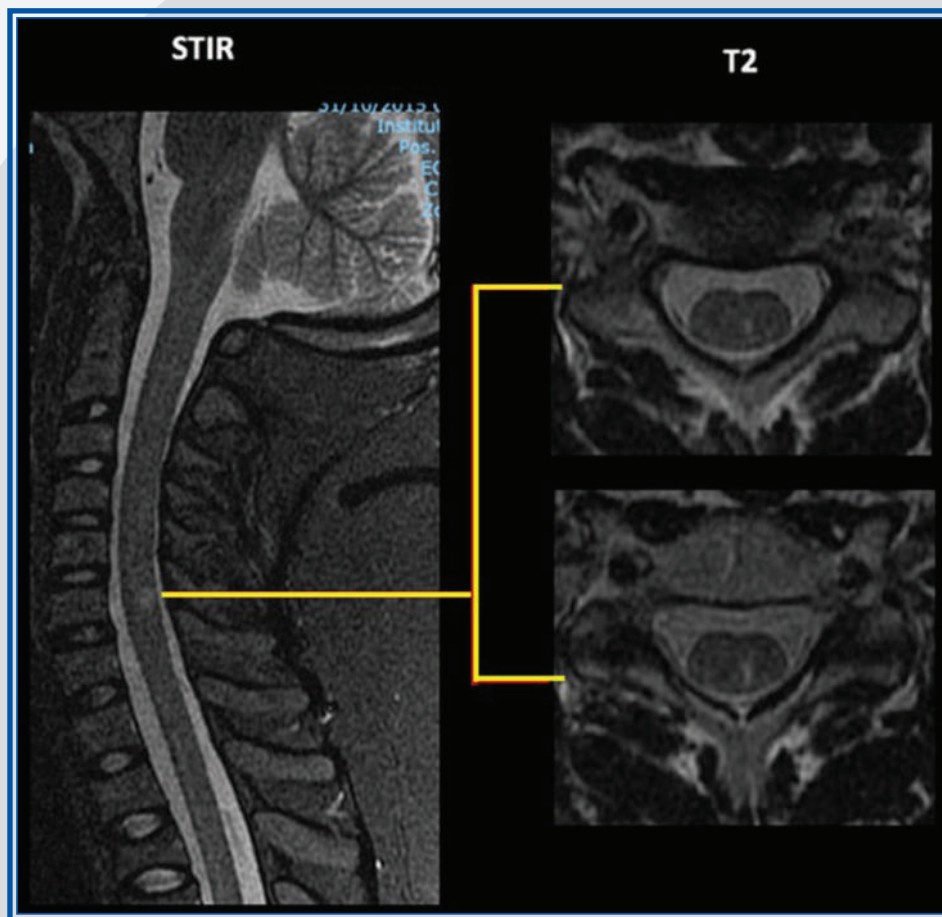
Capítulo 30. Resonancia magnética de columna en secuencia T2 STIR sagital y T2 axial, con una lesión medular focal dorsal en el nivel C5-C6.
